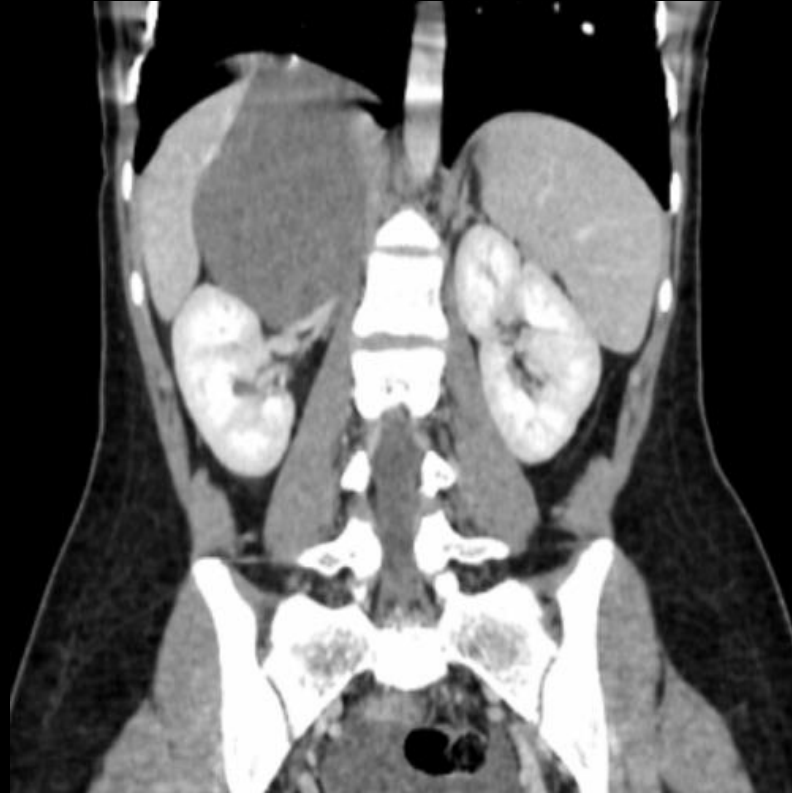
et 5 reconstructions coronale et sagittale TDM APC au temps artériel montrant le refoulement du rein droit en bas et en dehors.
